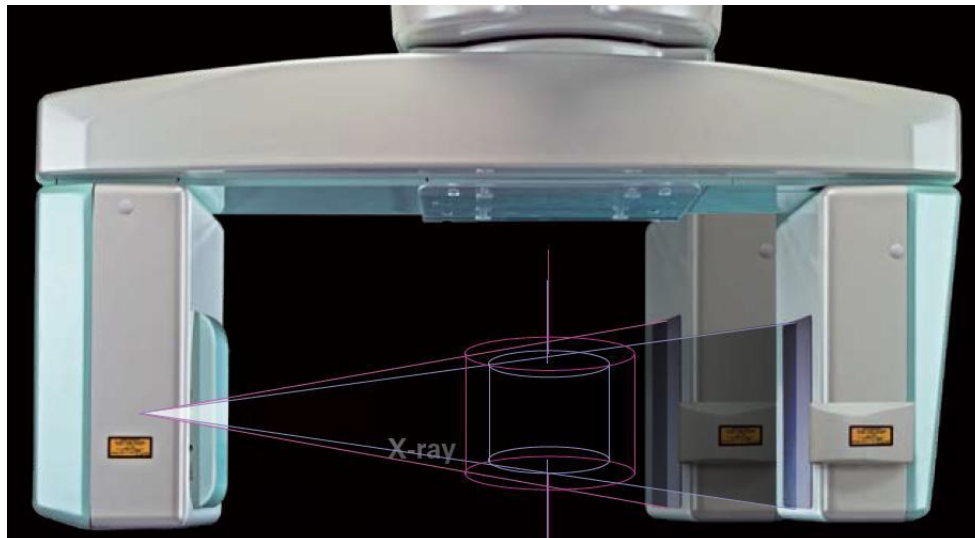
C-Arm mit Röntgenröhre (linke Seite) und gegenüberliegendem Flachbilddetektor (rechte Seite): Dargestellt ist der Strahlenverlauf bei zwei verschiedenen großen Aufnahmevolumina. Nach Rotation des C-Arms und damit der Kegelstrahlen um den Mittelpunkt entsteht ein zylindrisches Zielvolumen. Nach Prozessierung in der Workstation kann dieses Volumen am Monitor in allen Ebenen betrachtet werden (Quelle: Firma Morita, Kyoto, Japan)
